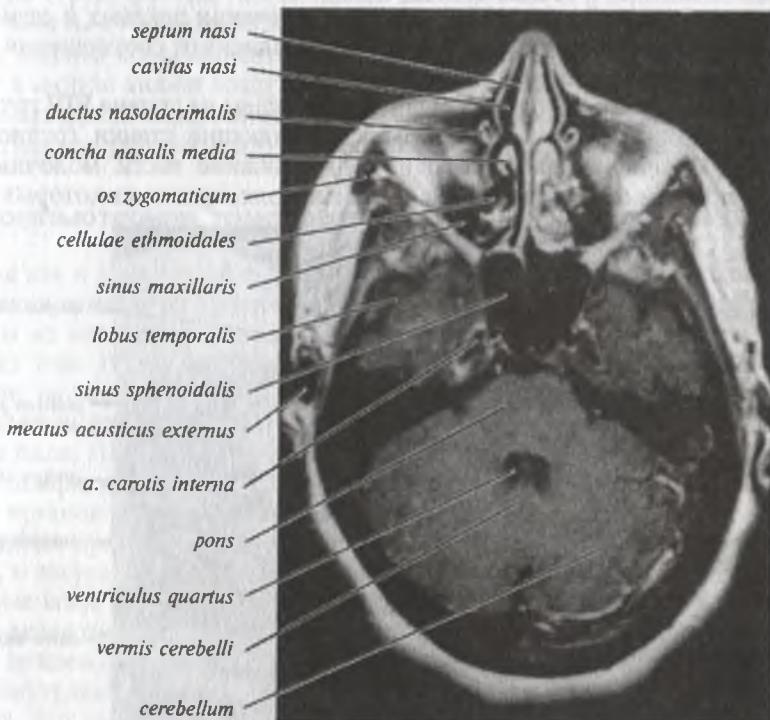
Компьютерная томограмма головы. Горизонтальный срез на уровне полушарий мозжечка и базальных отделов височных долей полушарий большого мозга
